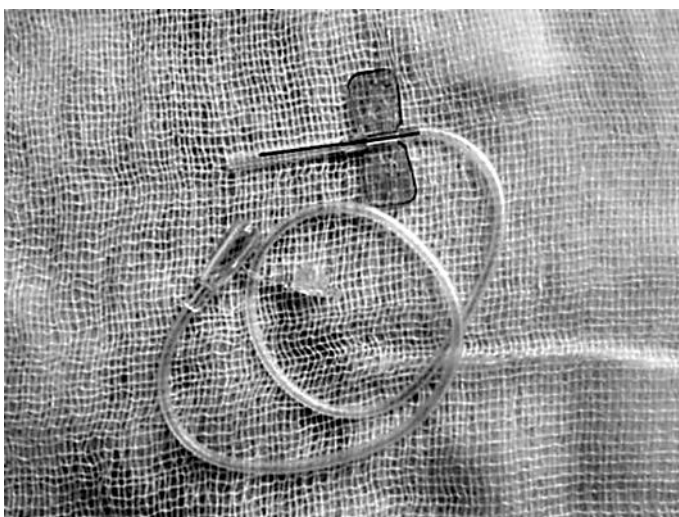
Набор «вена скальпа» («бабочка») для подкожных инфузий
